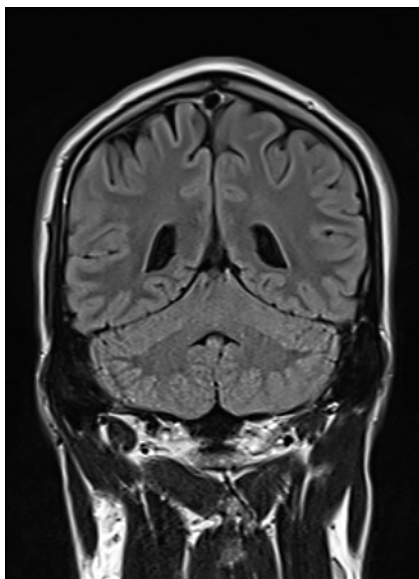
Exemple d'un cliché obtenu par IRM. (EC)
